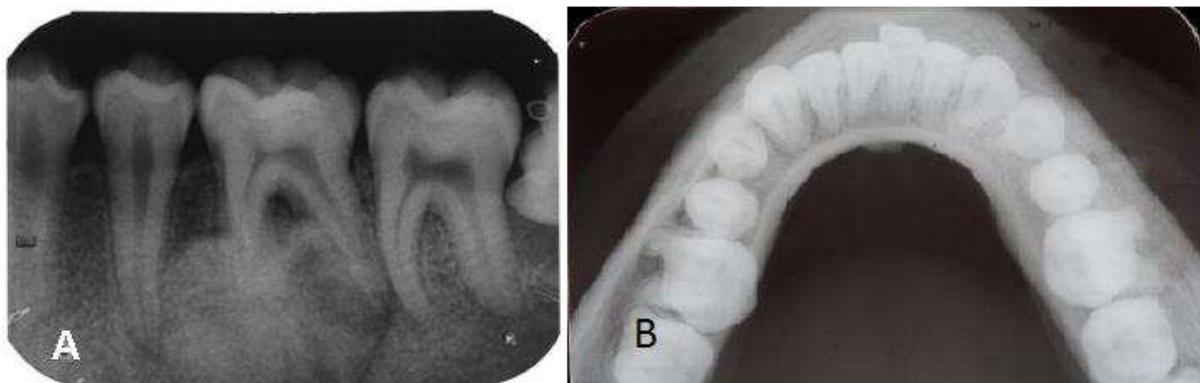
Radiografiaperiapical (A) demonstrando lesão radiopaca delimitada por halo radiolúcido associada à porção radicular do dente 36, nota-se expansão vestibular na radiografia oclusal total de mandíbula (B).
